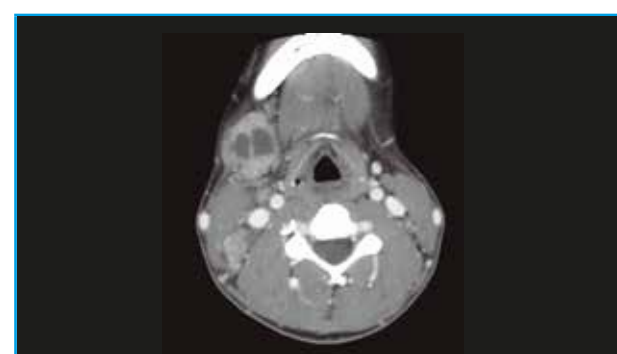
TC axial de adenopatía cervical derecha con necrosis en su interior en nivel II en TPOD. La adenopatía es mayor de 3 cm y menor de 6 cm. Cuello N2a.
